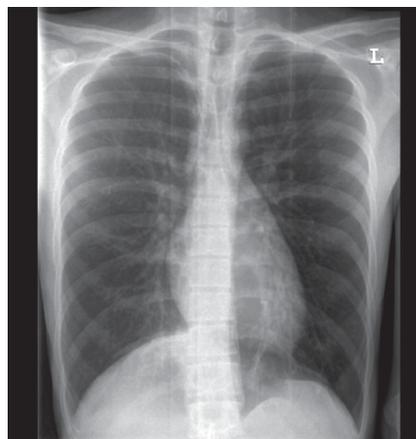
Обзорная рентгенография органов грудной полости от 26.01.15 г.
